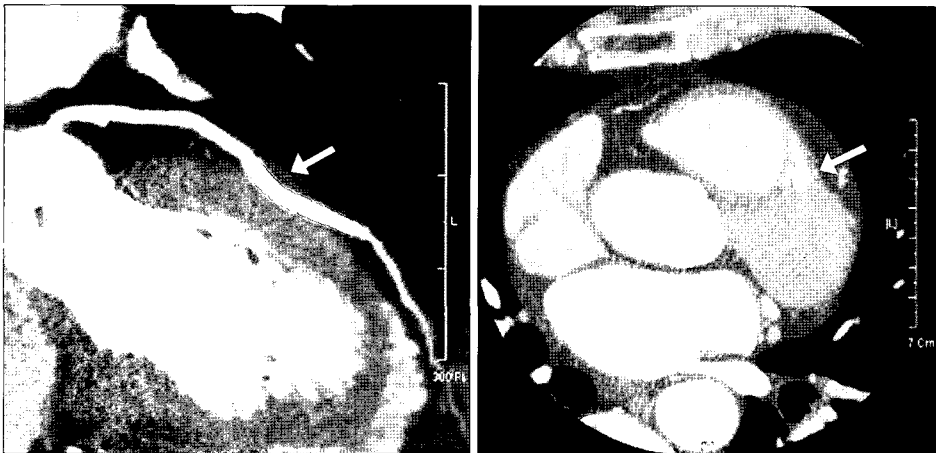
Preoperative MDCT of case 1. Arrows indicate thick muscles roofing stented mid-LAD. MDCT=Multi-detector computerized tomography; LAD=Left anterior descending artery.
